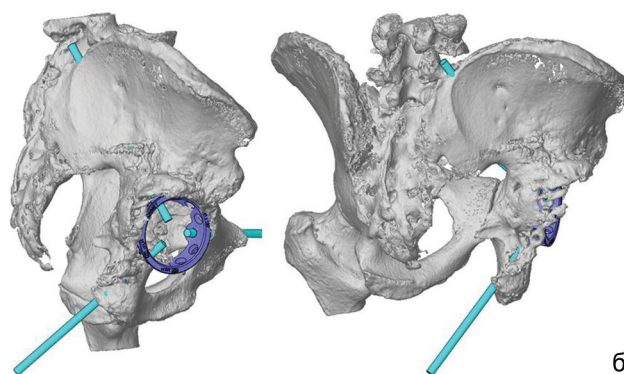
а – компьютерная томография с оценкой дефекта вертлужной впадины правого тазобедренного сустава; б – трехмерная модель индивидуального имплантата для замещения дефекта вертлужной впадины
